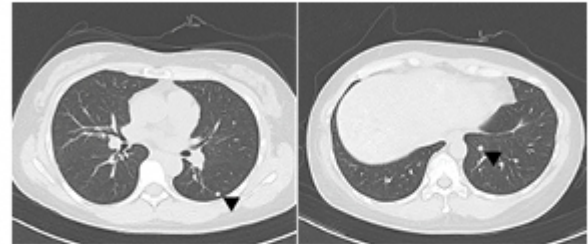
Nivolumab 치료 이후 반응평가를 위하여 시행한 흉부 CT
